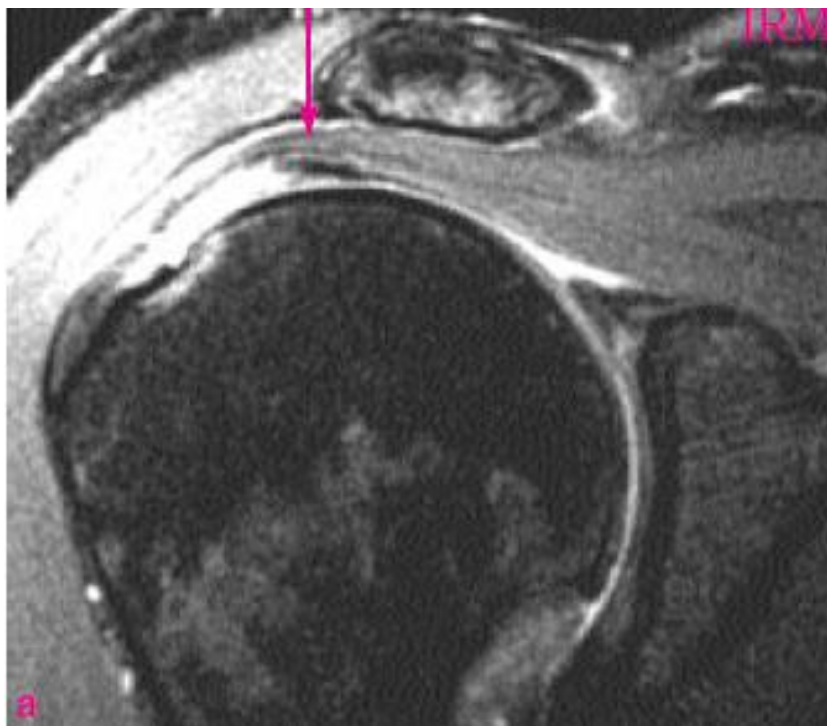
Même coupe coronale en IRM T2 Fat Sat montrant la saillie du faisceau profond rétracté d'une rupture partielle de la face profonde du tendon supra-épineux.
